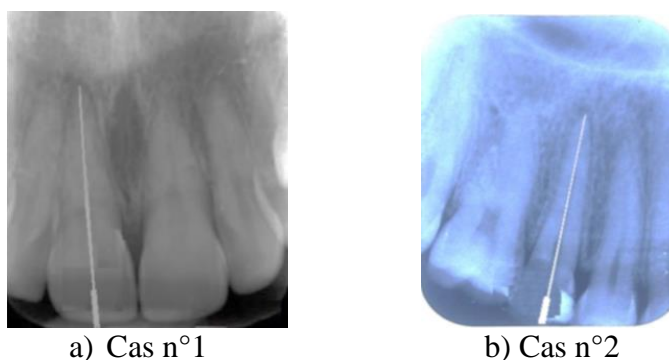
radiographie peropératoire montrant la perméabilité du canal (Rakotonirina FP, 2021)
